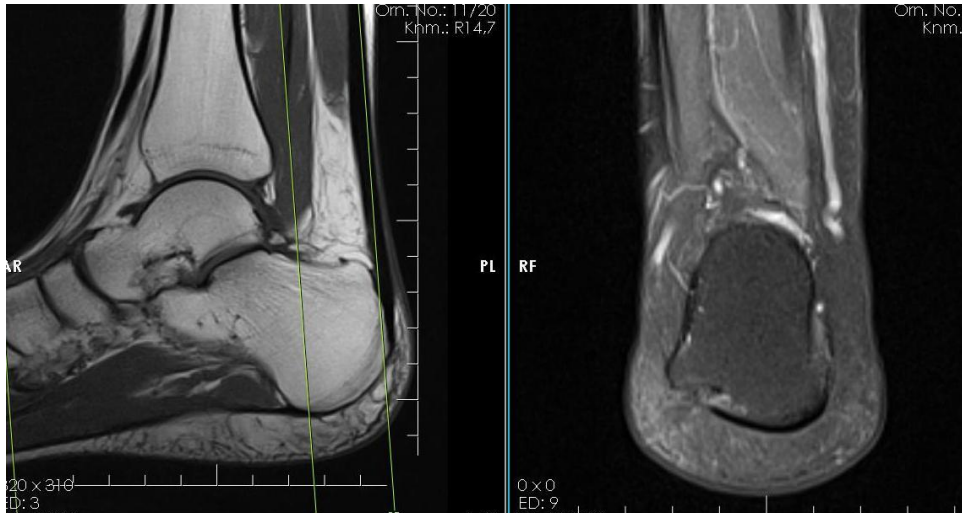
'da anlatılan şematik ölçümler aşağıda sırası ile gerçek MRI görüntüleri ile anlatılmıştır.
